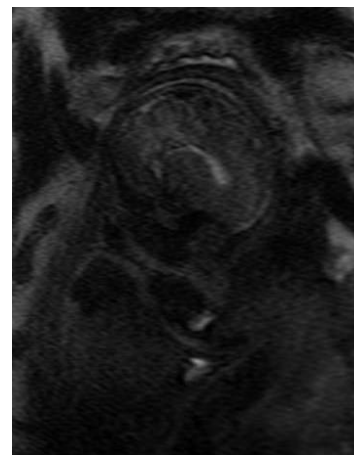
IRM foetale à 32 semaines d'aménorrhées. Coupe sagittale en pondération T2.
